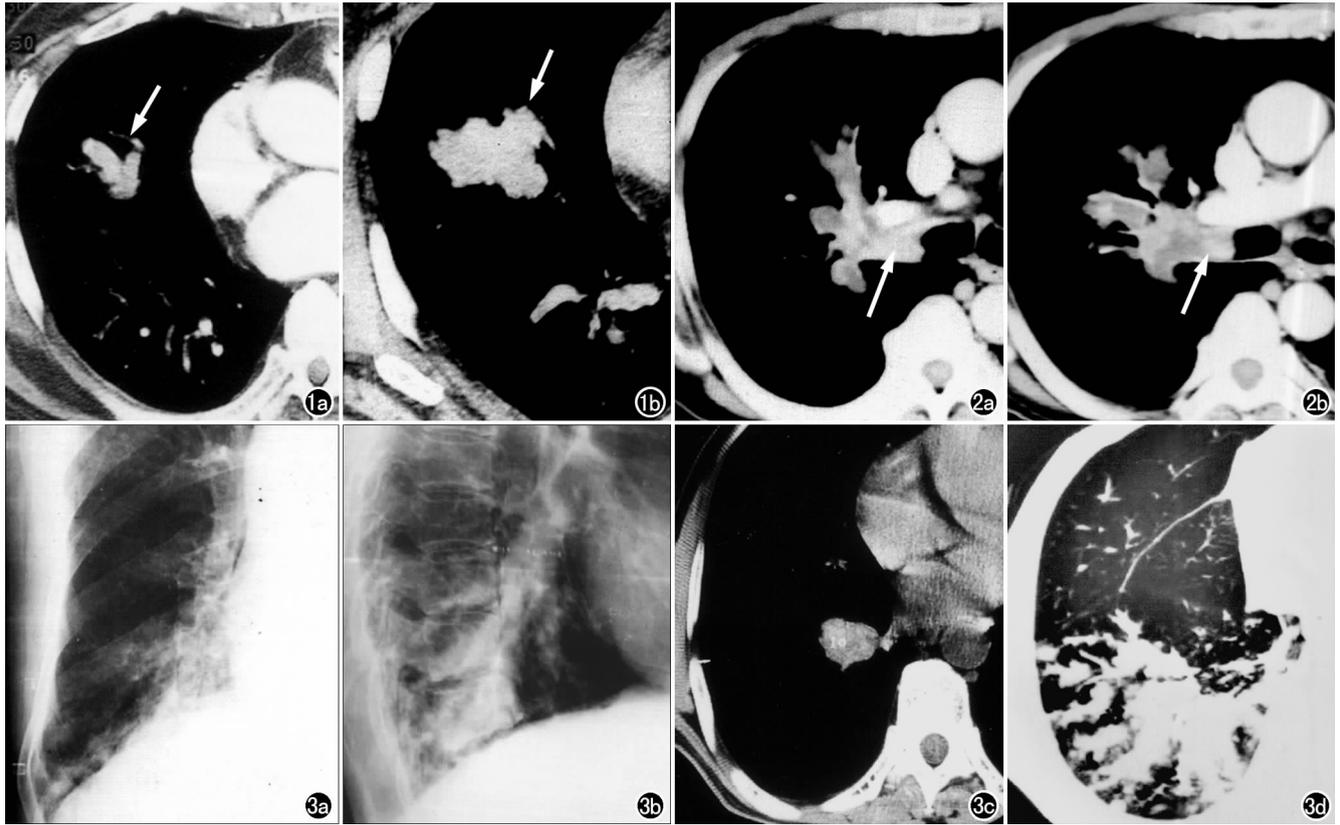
男,79岁,小细胞肺癌。a) CT示右肺中叶外侧段“手套征”样病灶(箭),增强前后CT值均为25 HU,未见强化; b) 3个半月后复查,示病变呈3 cm×4 cm大小的不规则软组织肿块(箭)。图2 男,52岁,刺激性咳嗽咳血2个月余,鳞癌。a) CT增强扫描示右肺上叶距主支气管开口2 cm有一个腔内结节(箭),边界光整,紧贴支气管后壁,病灶均匀强化; b) CT示上叶前后段及尖段支气管腔内分支状黏液栓(箭),呈“手套征”。图3 男,56岁,刺激性咳嗽咳血1个月余,鳞癌。a) 正位胸片; b) 侧位胸片; c) CT纵隔窗; d) CT肺窗。均发现右肺门肿块,右肺下叶后基底段支气管腔内可见分支状黏液栓,呈“手套征”。
